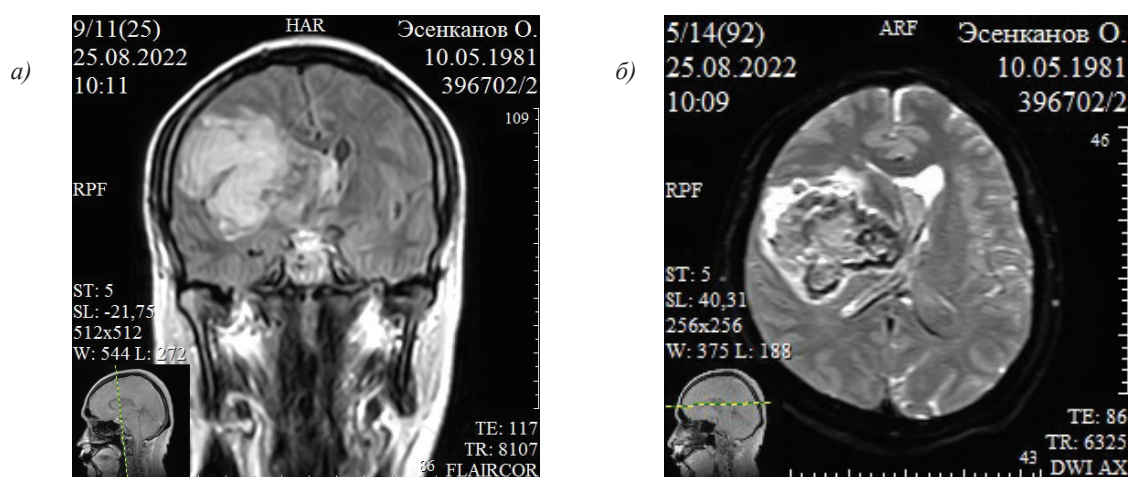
Магнитно-резонансная томография при ИВМГ:
